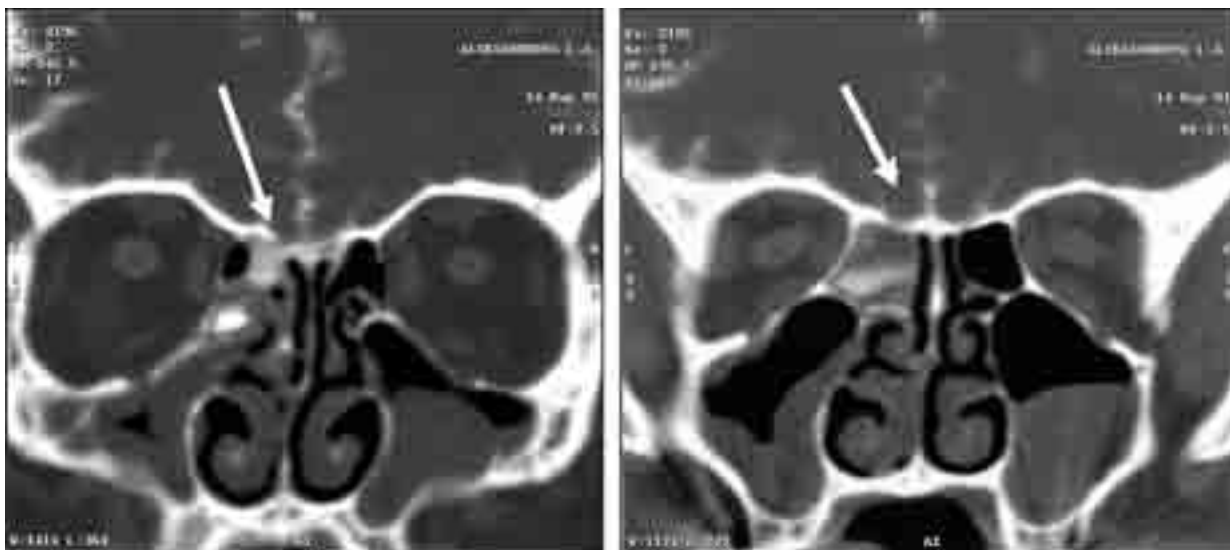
КТ-цистернография, фронтальная проекция. Дефект в области крыши решетчатых клеток, ликвор в задних решетчатых клетках (показано стрелками)
